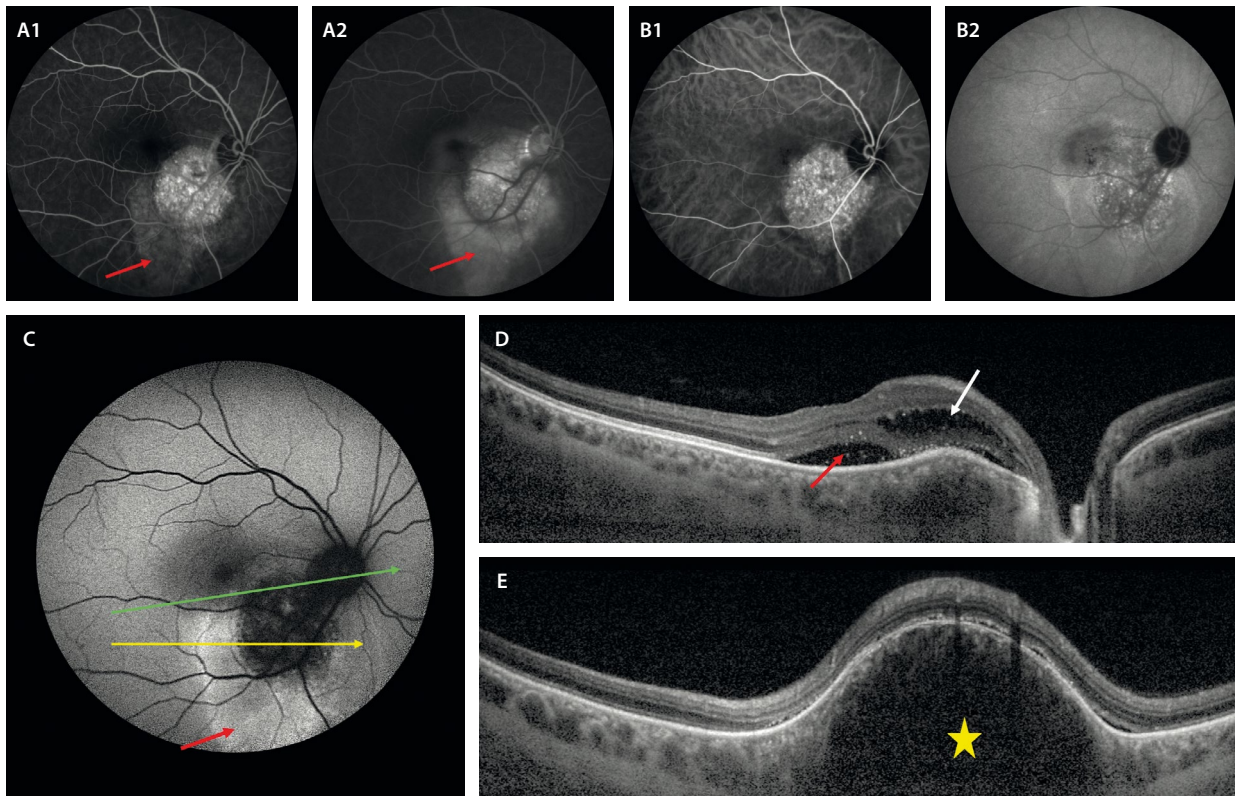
Hemangioma coroideo circunscrito. A1 y A2) La angiografía con fluoresceína muestra una lesión hiperfluorescente desde tiempos precoces (A1) hasta tiempos tardíos (A2). Asocia una hiperfluorescencia gravitacional por el fluido subretiniano asociado (flecha roja). B1 y B2) En la angiografía con verde de indocianina se aprecia una lesión hipercianescente en tiempos precoces (B1) con un lavado o *wash-out* característico en tiempos tardíos (B2). C) En la autofluorescencia, el hemangioma es hipoautofluorescente y el fluido asociado hiperautofluorescente (flecha roja). D) En el corte de la tomografía de coherencia óptica que corresponde a la flecha verde en C, se aprecia una lesión cupuliforme hiporreflectiva con fluido subretiniano (flecha roja) y fluido intrarretiniano (flecha blanca) asociados. E) En otro corte de la tomografía de coherencia óptica que pasa a través de la lesión (flecha amarilla en C), se aprecia de nuevo una lesión cupuliforme hiporreflectiva (estrella amarilla) con contorno liso y sombra posterior, y fluido subretiniano asociado.
